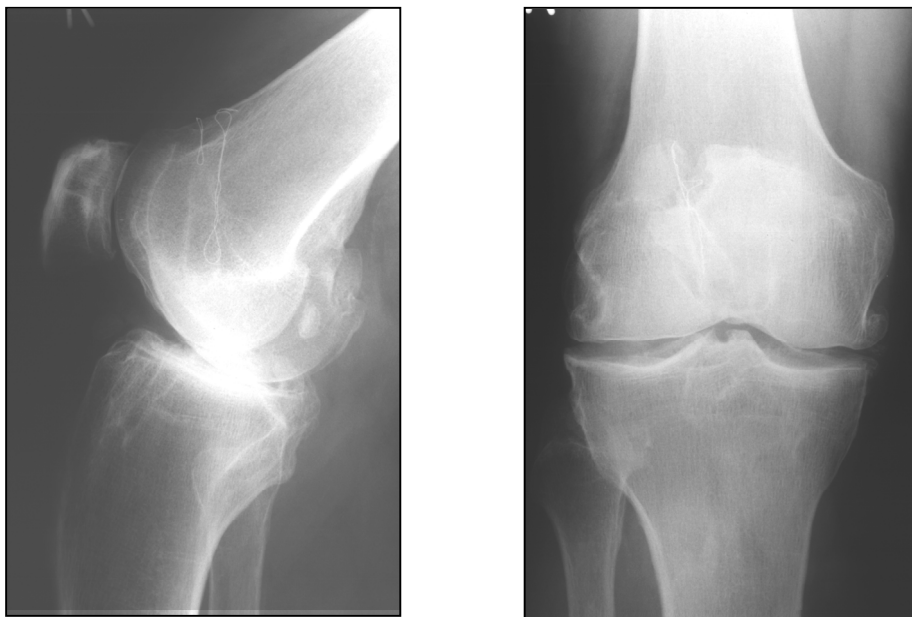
a, b: Postoperatives Röntgenbild 15 Jahre nach vorderer Kreuzbandplastik. Fehlpositionierung beider Bohrkanaäle, jeweils zu weit ventral. Erhebliche osteoarthrotische Veränderungen in allen Kompartimenten.
